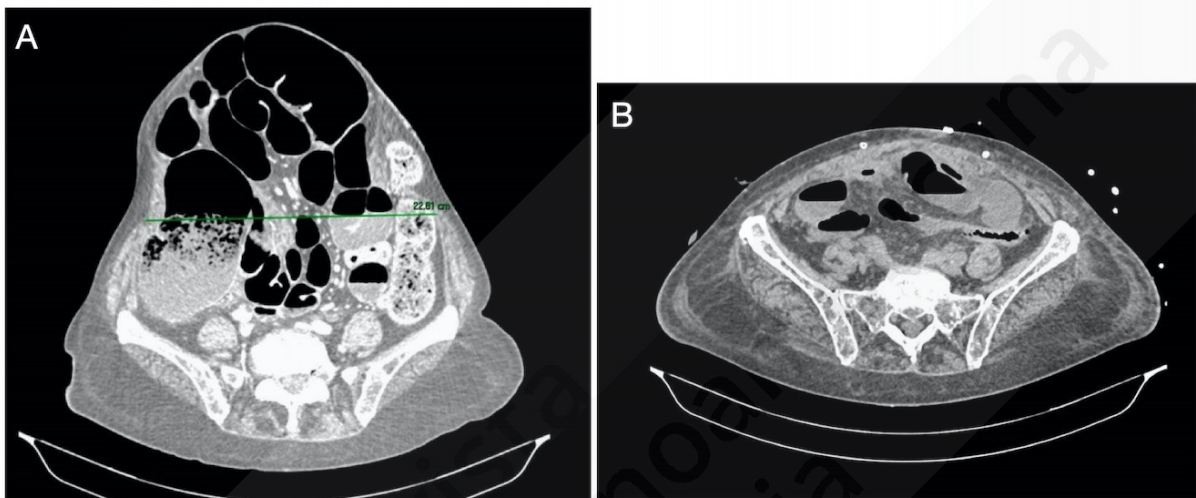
A. Tomografía axial computarizada (TC) a la llegada de la paciente al servicio de urgencias. Se objetiva distensión intestinal generalizada sugestiva de obstrucción secundaria a gran eventración de pared abdominal, con diámetro trasverso máximo de 22.81 cm. B. Tomografía axial computarizada (TC) de control 3 meses después de la cirugía, sin objetivarse recidiva herniaria.
